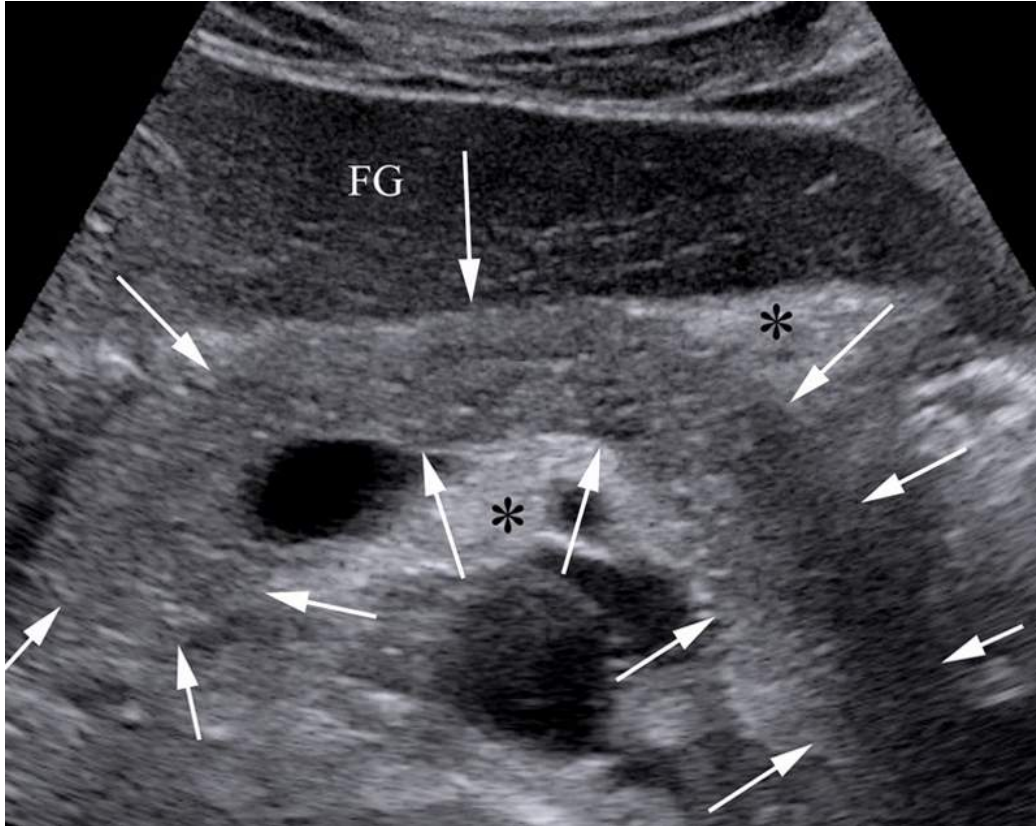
Coupe échographique épigastrique axiale oblique en haut et à gauche chez un homme de 40 ans.
